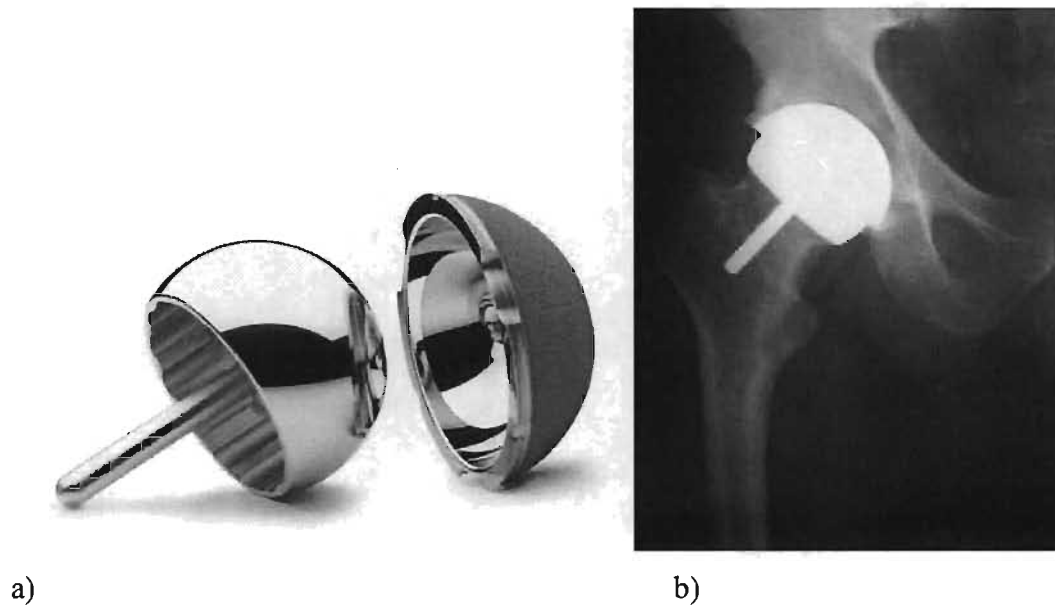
a) composante fémorale de resurfaçage et sa composante acétabulaire correspondante et b) radiographie post opératoire d'un resurfaçage total de la hanche.
